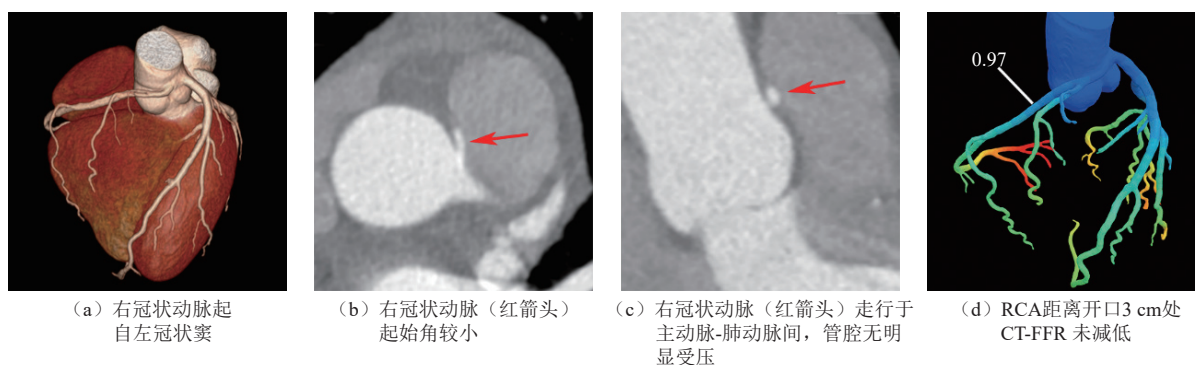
1例无症状患者的 CCTA 及 CT-FFR 影像
